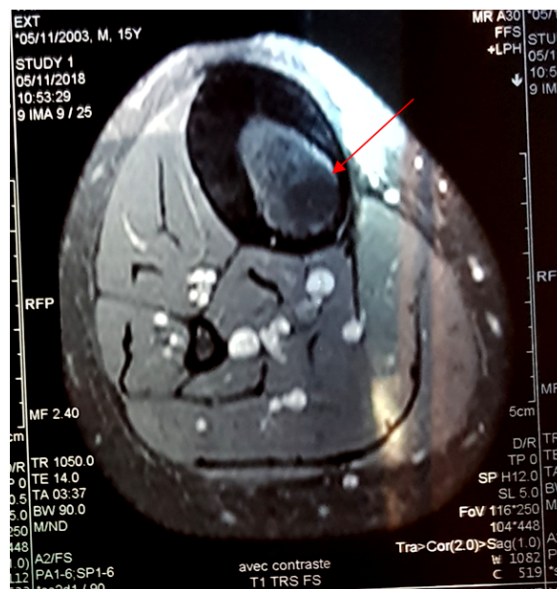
IRM coupe transversale montrant une lésion en hyposignal au niveau de la diaphyse tibiale droite. (observation n°6)
